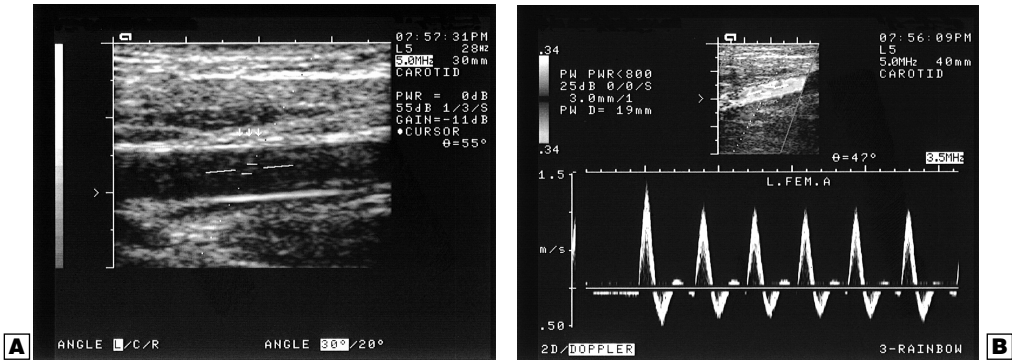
Το φαινόμενο *Aliasing* (ψευδής κορεσμός) δημιουργείται από τη σχέση η οποία υπάρχει ανάμεσα στη μέγιστη δυνατή μεταβολή της λαμβανόμενης συχνότητας *Doppler* και της συχνότητας επανάληψης των παλμών (*PRF*). Όταν η συχνότητα *Doppler* πλησιάζει σε τιμή την *PRF* τότε δεν φθάνουν τα δείγματα για πιστή αναπαράγωγή της κυματομορφής. Κάθε συχνότητα *Doppler* μεγαλύτερη από $\frac{1}{2}$ *PRF* ερμηνεύεται ως ροή προς την αντίθετο κατεύθυνση.
